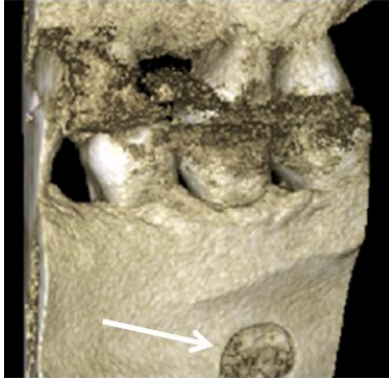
3D CBCT reconstruction of the bilocular SBC shown in figure 4. Arrow: lower compartment of the SBC. Dashed arrow: upper compartment of the SBC.
